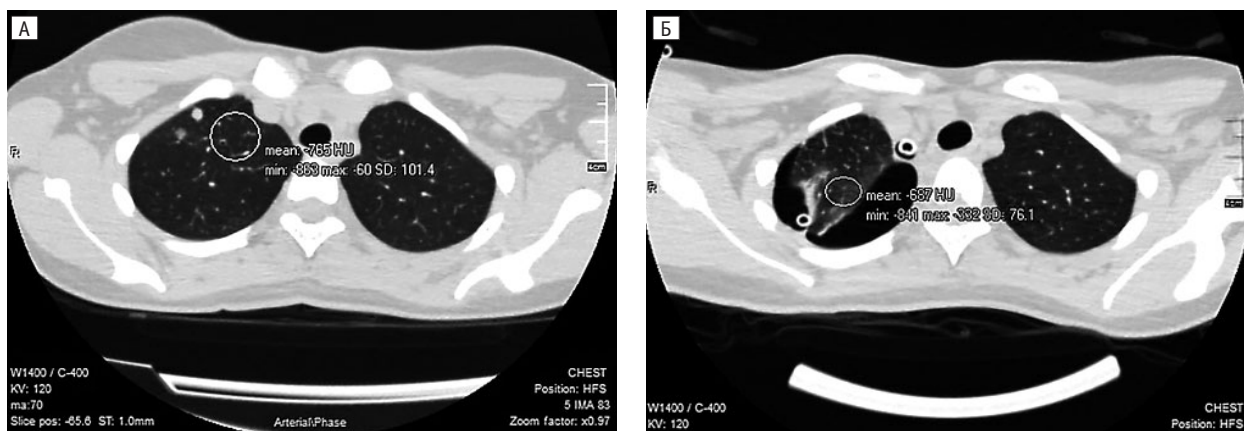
КТ-денситометрія. Пацієнт В. із підвищеною щільністю легеневої паренхіми (фіброзний тип)
